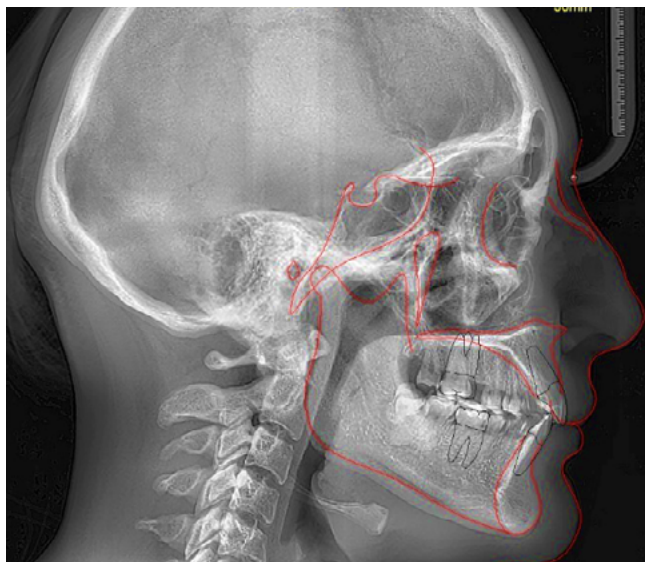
Identificación y demarcación de tejidos duros y blandos en la telerradiografía lateral del cráneo.
